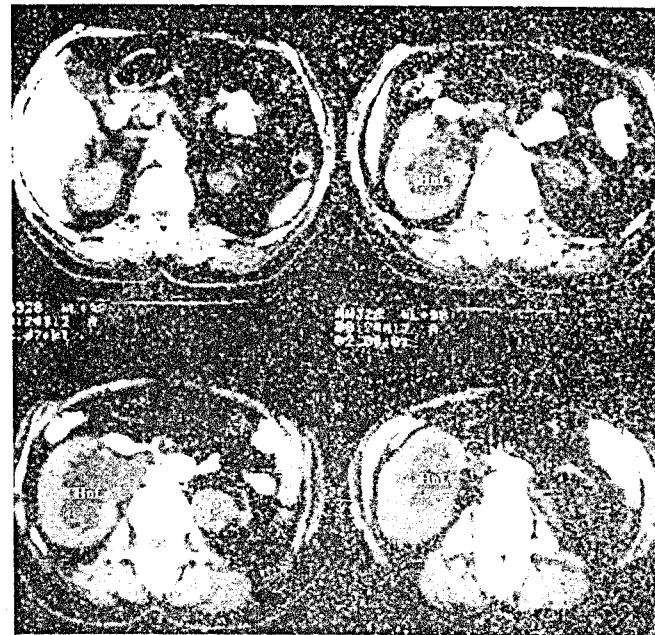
Secțiune tomografică care ilustrează o hidronefroză dreaptă (Hnf) și o tumoră bazinetală stângă pe rinichi hipoplazic. (confirmare histopatologică: carcinom urotelial)
